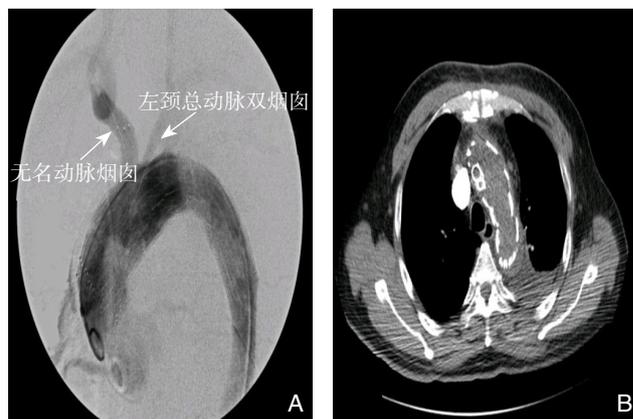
双烟囱技术 A: 无名动脉、左颈总动脉双烟囱; B: 双烟囱 CT 切面观
